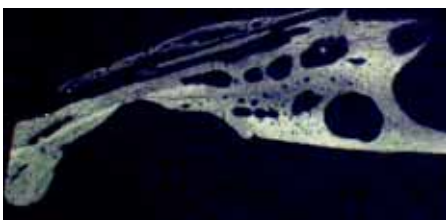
Mikroradiographische koronare Darstellung der Knochenregeneration am 56. Tag im Defektbereich
